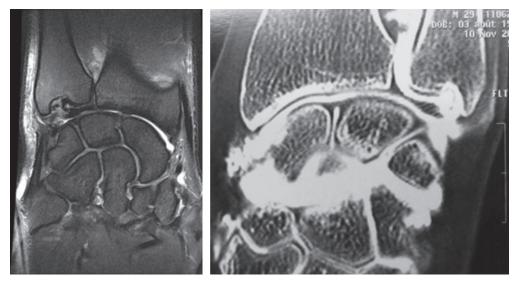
Diagnostic radiologique positif d'une lésion fovéale du TFCC. a. IRM. b. Arthroscanner.
